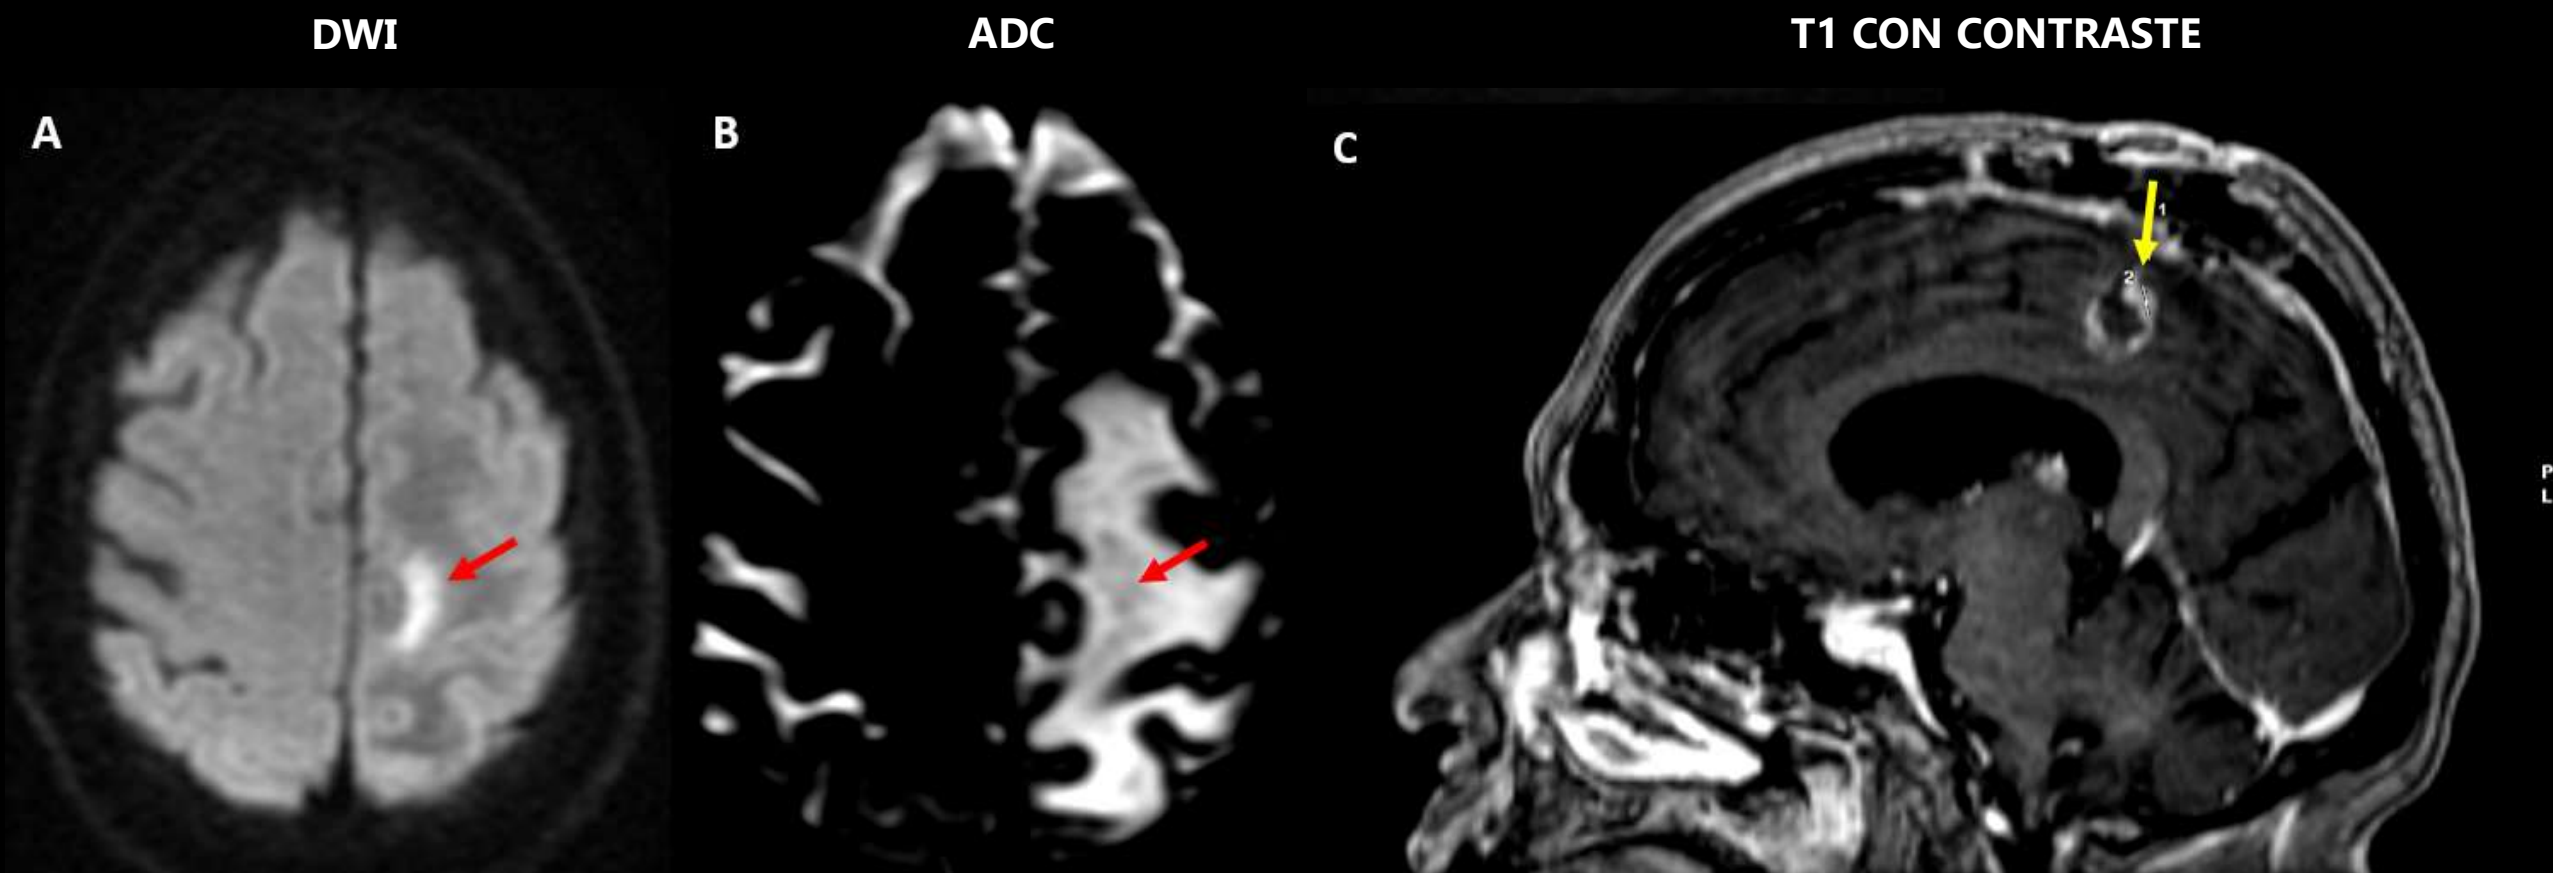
(A, B) Metástasis frontal derecha de adenocarcinoma pulmonar asociada a edema citotóxico (*restricción a la difusión, con hiperintensidad en DWI y señal baja correspondiente en el mapa ADC, flechas rojas*). Aunque este hallazgo no está bien descrito en la literatura médica, puede sugerir infiltración del parénquima cerebral adyacente o, en el contexto postquirúrgico, un mayor riesgo de tumor residual o recurrencia. (C) La RM de seguimiento a los 3 meses (tras resección macroscópicamente completa) muestra una cavidad quirúrgica que contiene tejido tumoral de nueva aparición (*flecha amarilla*).
